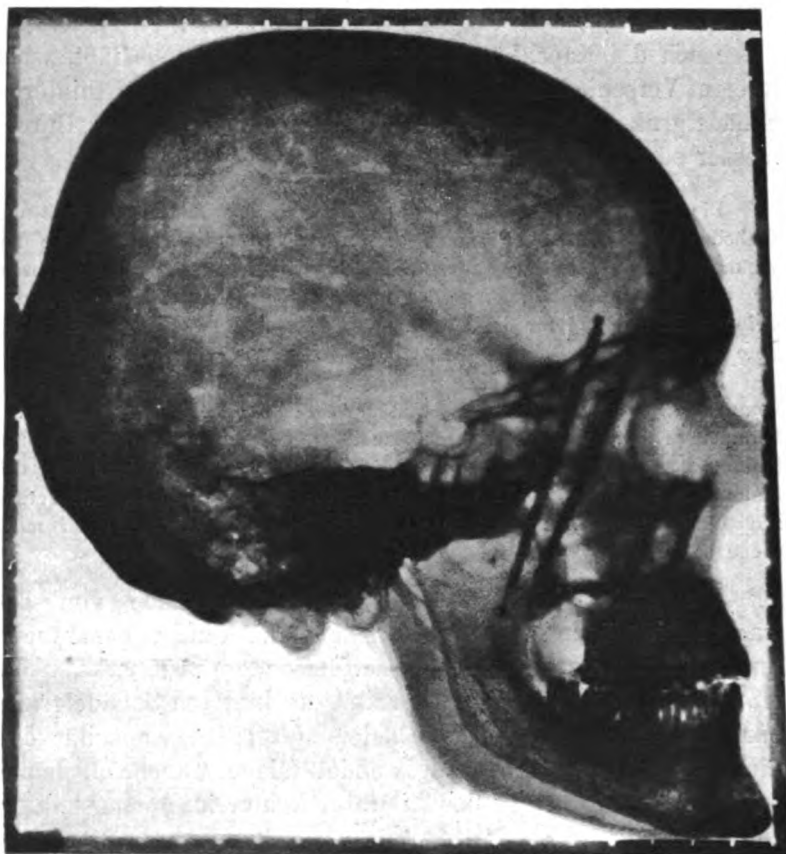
Transversale Röntgen-Aufnahme des normalen Schädels mit Metallmaßstab.
